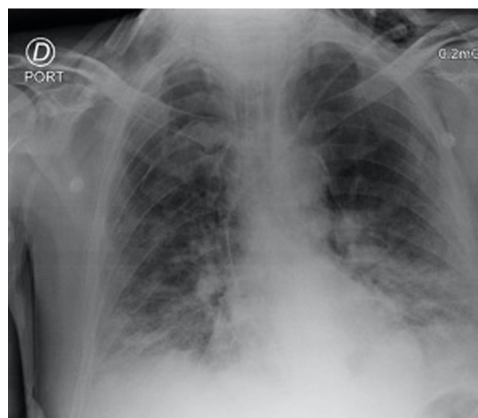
Radiografía de tórax portátil en la que se observa una banda lineal radiolúcida de aire que sigue el contorno izquierdo del cayado aórtico. Enfisema de tejidos blandos en la región supraclavicular y la región axilar izquierda.
